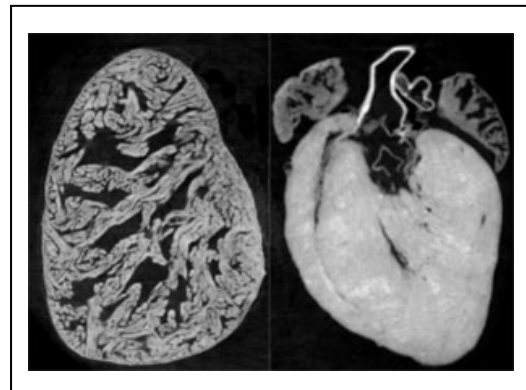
X 線位相差 CT によるカエル心臓とラット心臓輝度が高いほど組織内の密度が高い。
